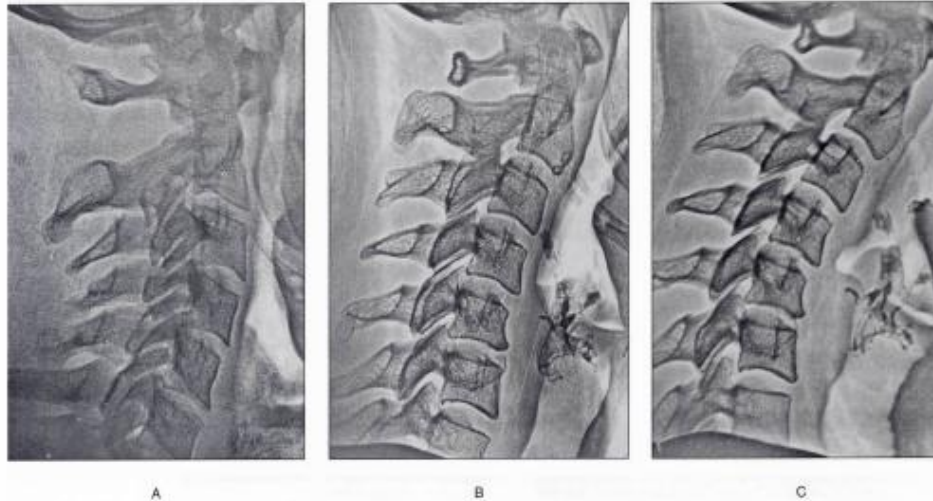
Radiographies de rachis cervical (A=non-chanteur au repos avec lordose cervicale, B=chanteur au repos avec hypo-cyphose cervicale, C=chanteur pendant émission d'aigus, avec hypercyphose cervicale (Scotto Di Carlo, 2007))
